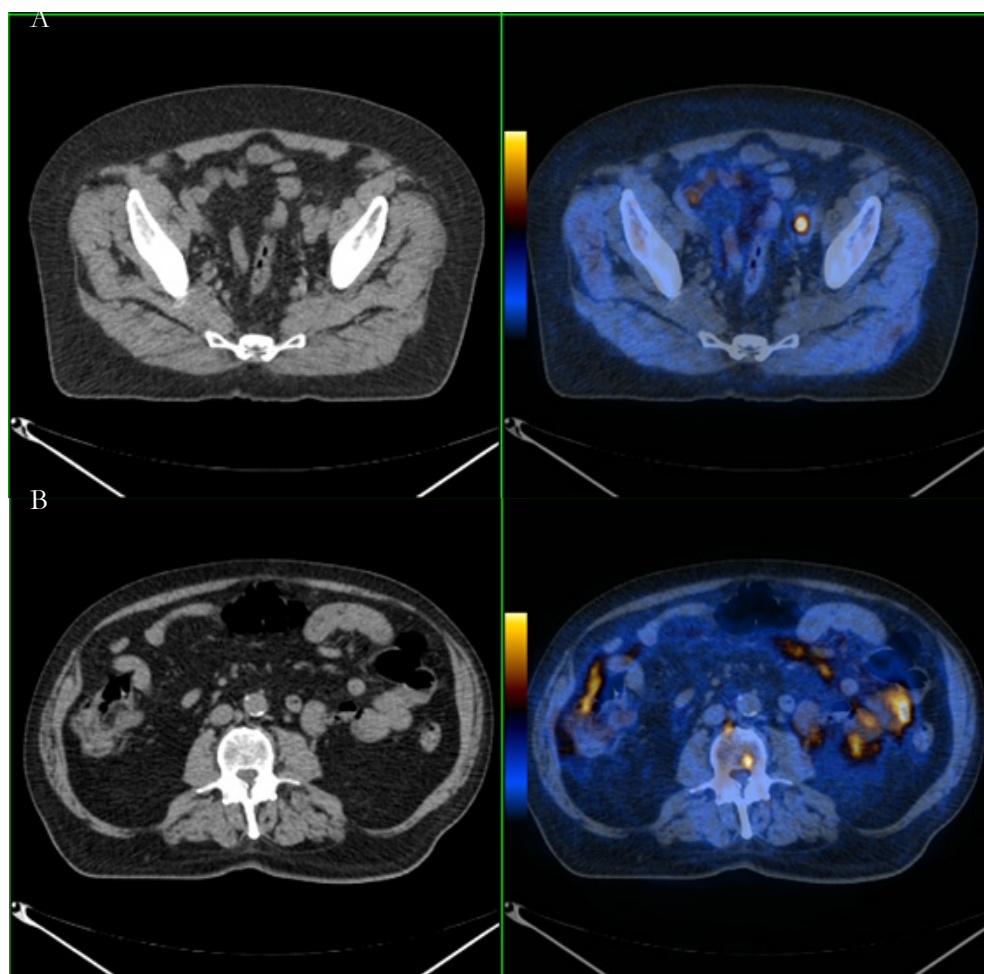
Doente com carcinoma da próstata, com Gleason 7 e PSA de 6 ng/mL, no qual a PET/CT com FCH-F18 identificou, para além da doença prostática conhecida, metastização ganglionar pélvica (A) e metastização à distância, nomeadamente ganglionar inter-cavo-aórtica e óssea no hemicorpo esquerdo de L3 (B).
